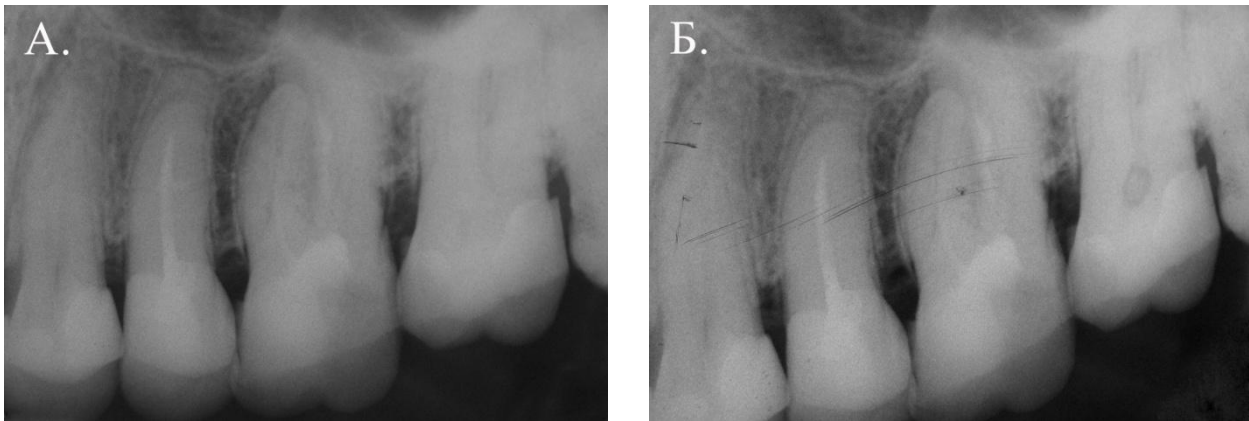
Рентгенографическая картина состояния альвеолярной кости у пациента И., 36 лет, в контрольной группе до лечения (А) и через 6 месяцев (Б). Существенных изменений не выявлено.
